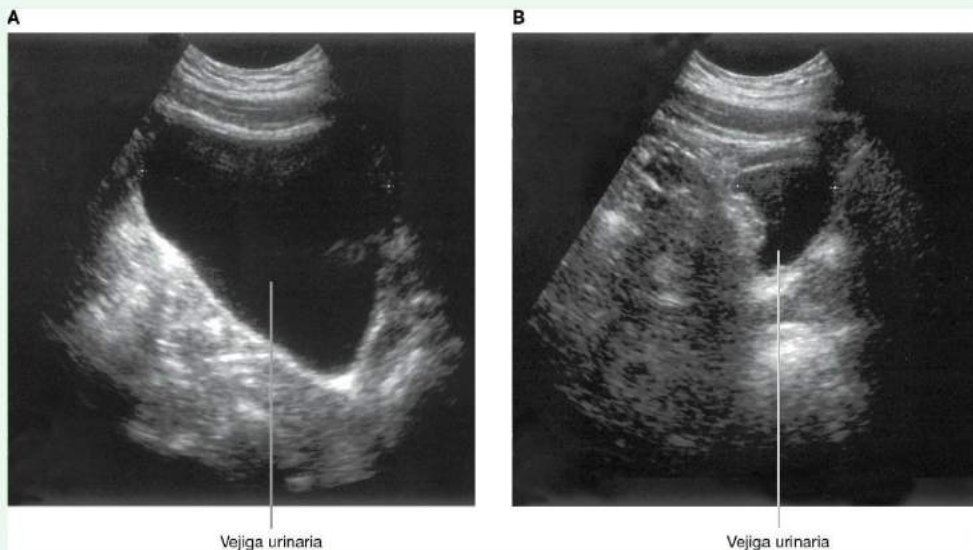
Ecografía que muestra la vejiga urinaria. A. Vejiga llena. B. Vejiga posmiccional.
